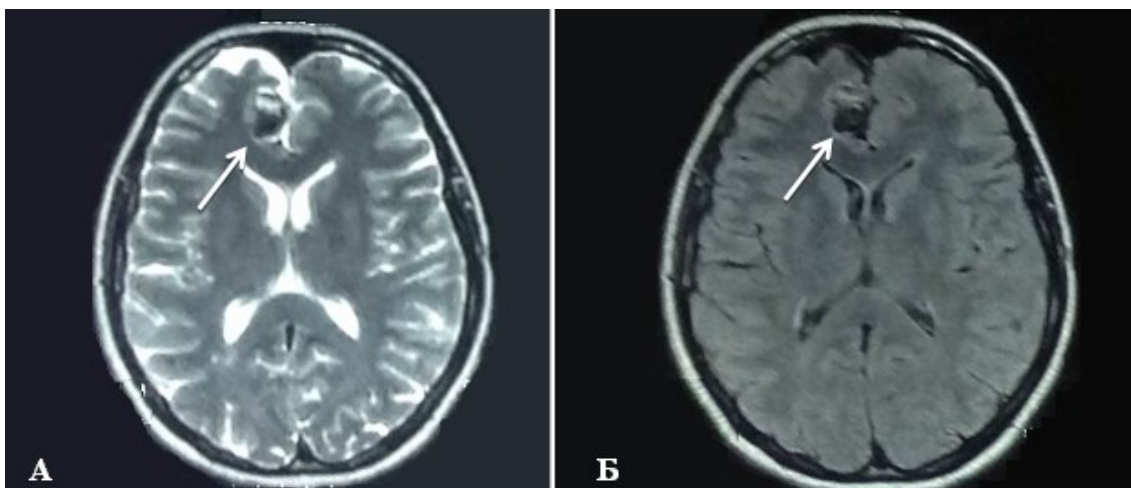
Спостереження №66. МРТ головного мозку (А — в Т1 режимі, Б — Т2 режим) хворої Я-но, 47 років, історія хвороби №143292, аксіальна проекція. Стрілками позначено вогнище гліозу в правій лобній частці, яке сформувалось після крововиливу внаслідок розриву аневризми ПМА сегменту А3 через один рік.
